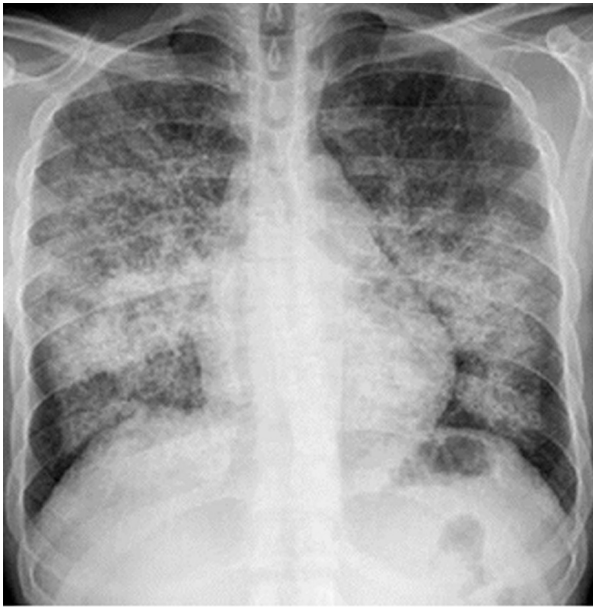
Radiografía de tórax: infiltrado reticular bilateral.
